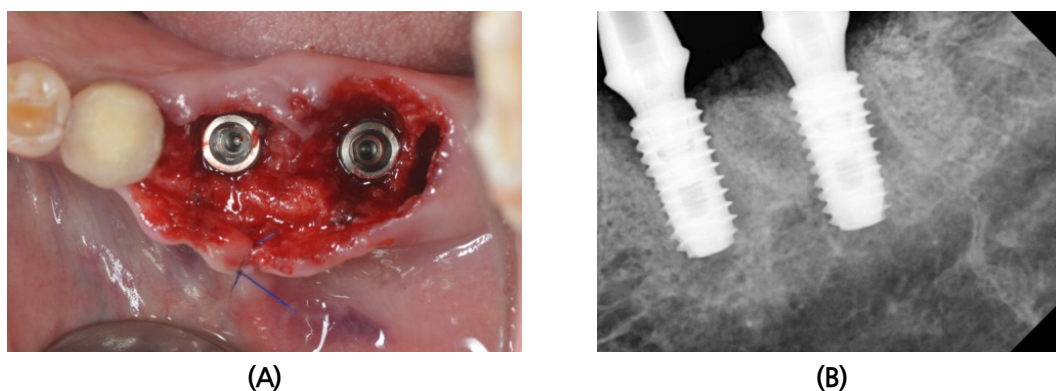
Case #1. (A) Implants were installed at #36, 37 site. (B) Periapical radiograph on the day of loading (early loading: 4 weeks after installation).
